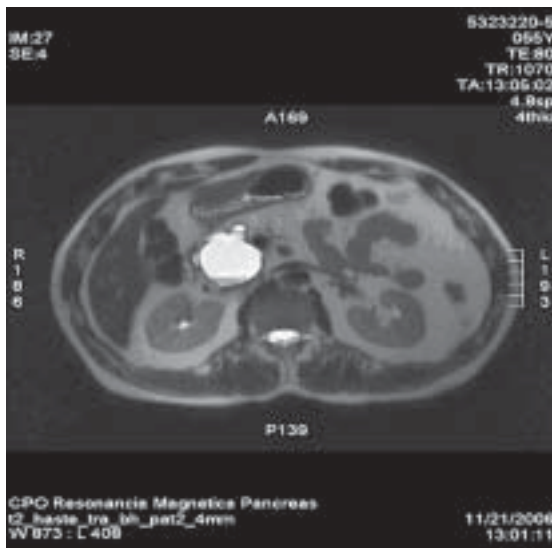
Resonancia magnética de páncreas en fase II, que muestra lesión quística irregular de la cabeza de páncreas.
